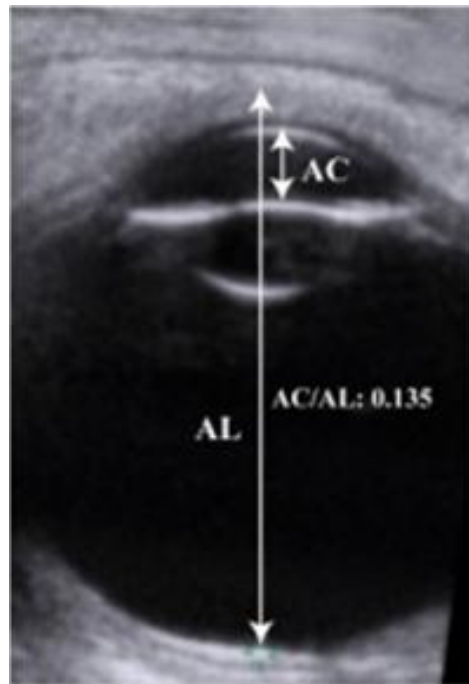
Coupe transversale d'une échographie en mode B (AC : la chambre antérieure, AL : longueur axiale). (65)
